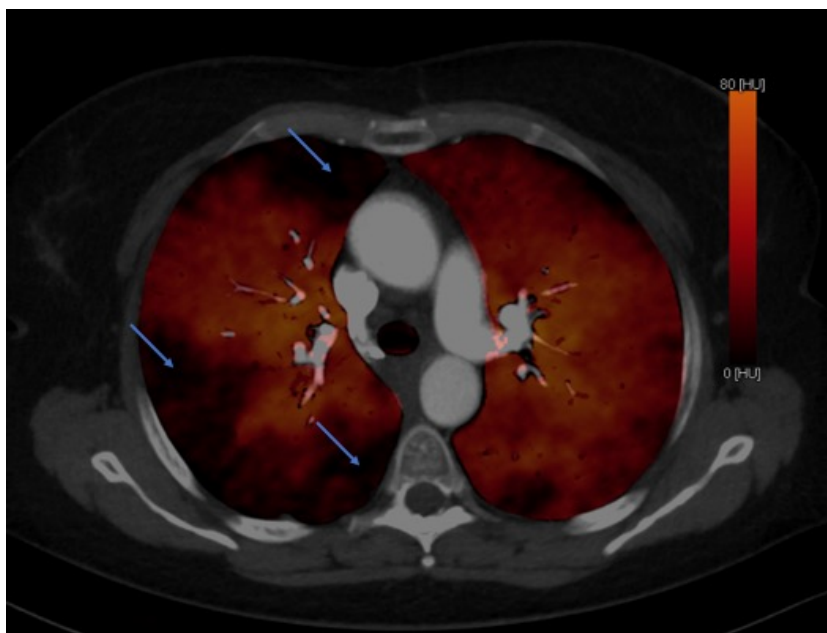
Perfusionsausfälle im Dual-Energy-CT (beispielhaft mit Pfeil markiert), Kerckhoff-Klinik, Bad Nauheim
